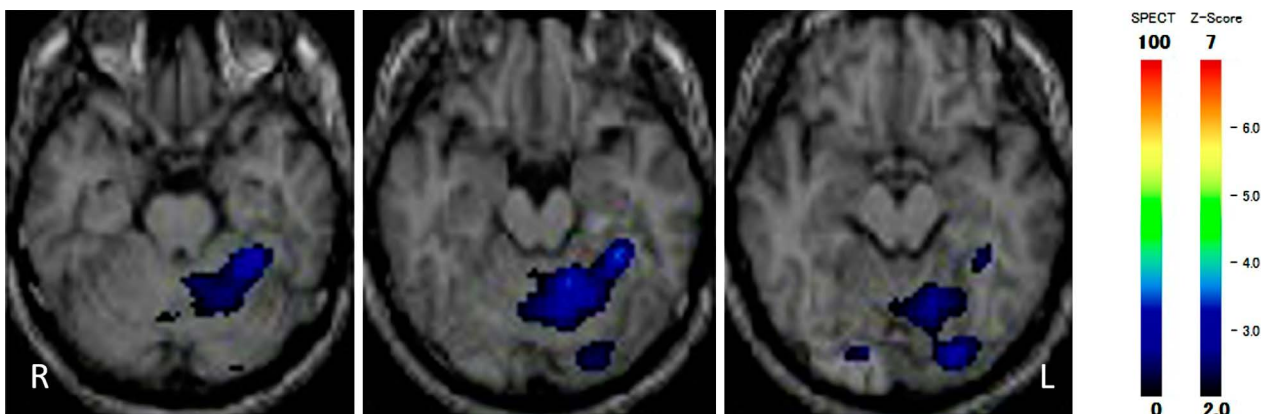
^{99m}Tc-ECD brain SPECT (e-ZIS) images.
